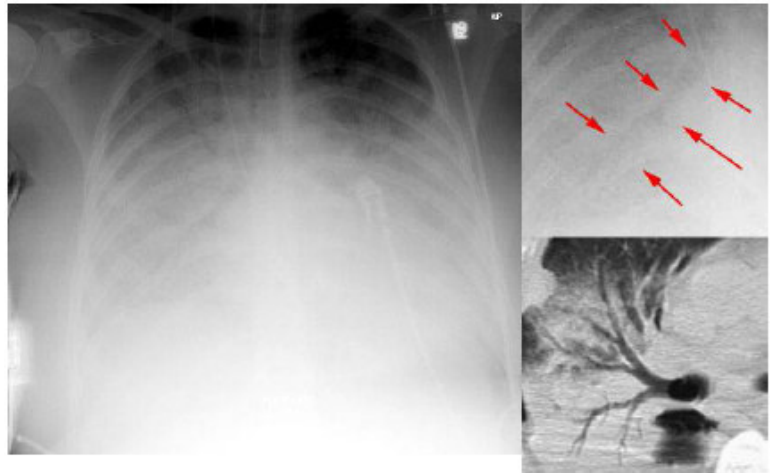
Imagem no canto inferior direito – TC.
